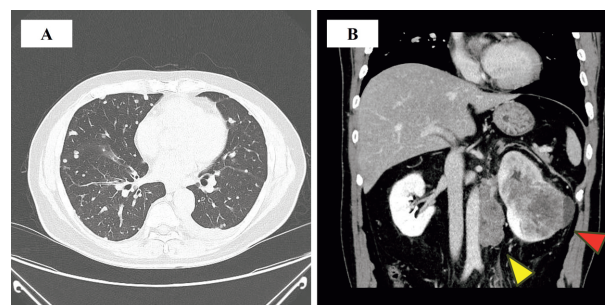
CT shows multiple lung metastases (A) and left kidney tumor and para-aortic lymphadenopathy (B)
